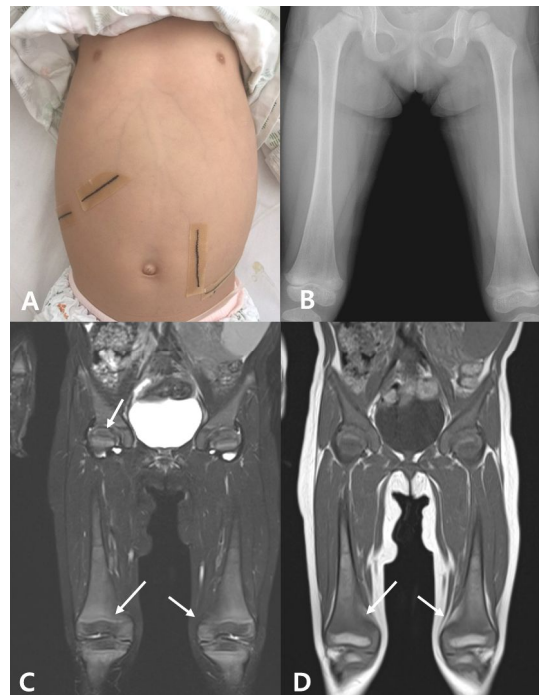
Clinical photo of patient showing severe splenomegaly and hepatomegaly (A) and simple X-ray on upper leg showing distal femur widening like 'Erlenmeyer flask' which is associated with Gaucher disease. (B) Whole body magnetic resonance imaging showing the mild hyperintensity on T1WI and hypointensity on T2WI from bone marrow of the distal femur (C-D).
